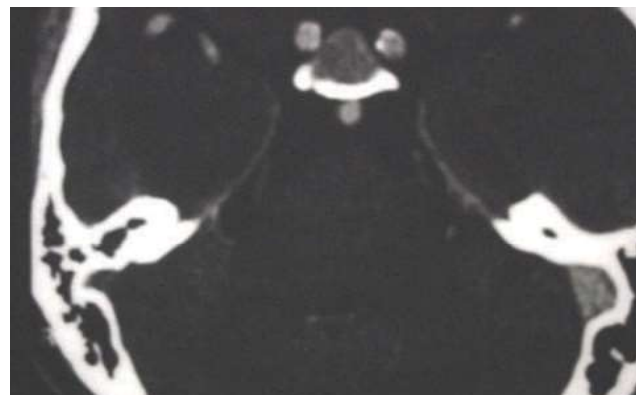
TC axial de adenoma hipofisario.
